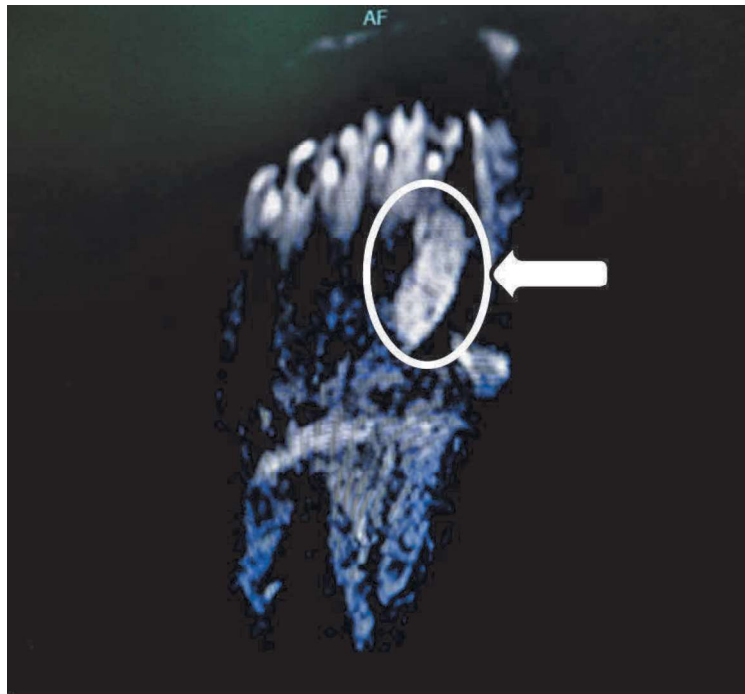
Resonancia magnética, corte coronal del pie derecho, secuencia T2. Se puede apreciar una masa con realce al contraste localizada entre el primer y segundo metatarsiano (círculo y flecha blancas).
